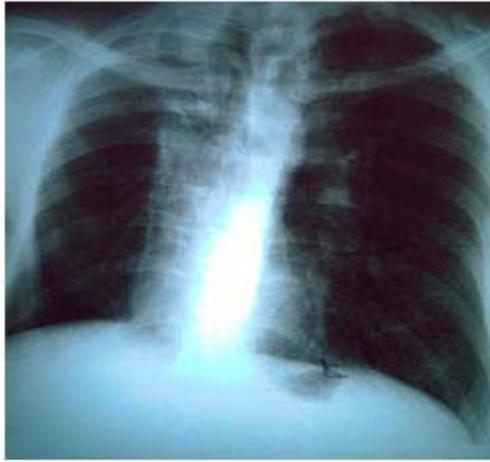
Radiografía frontal PA: Bilobulectomía de pulmón derecho (lóbulos superior y medio) sin lesiones que indiquen enfermedad activa.
